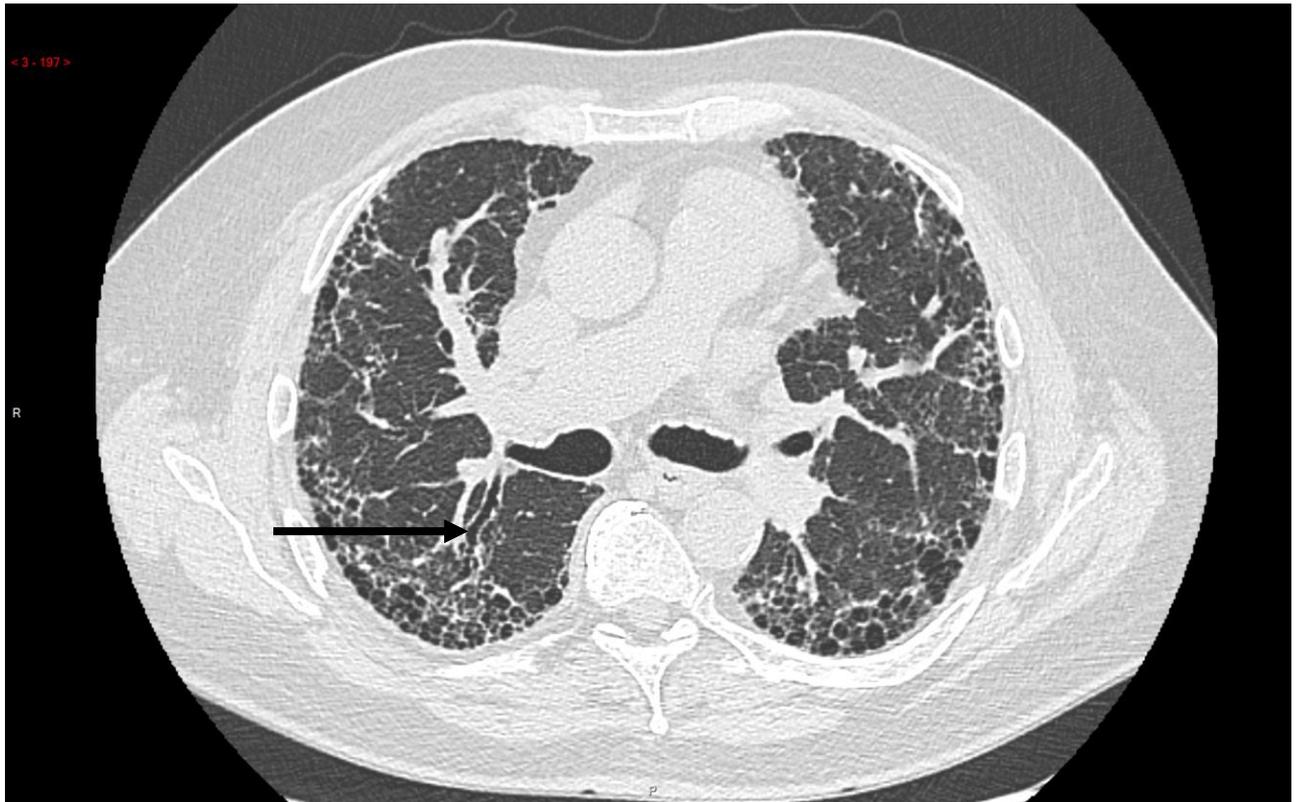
TDM thoracique: bronchiectasie de traction (flèche). Source image : PACS CHU de Nantes
